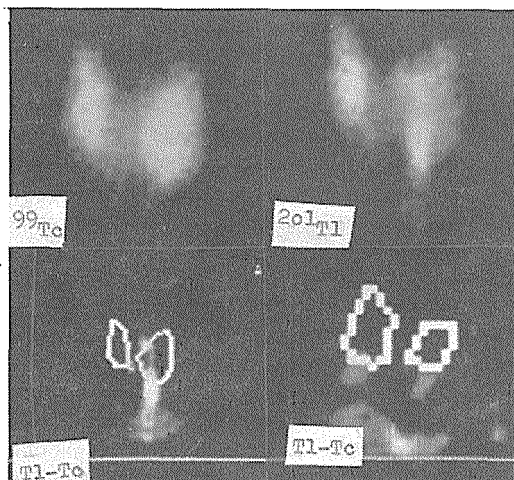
Patološko nakupljanje  $^{201}\text{Tl}$  u donjem delu desnog režnja koje na scintigramu sa  $^{99}\text{Tc}$  odgovara hipofunkcionom području. Nakon subtrakcije bolje je uočljivo prisustvo adenoma
